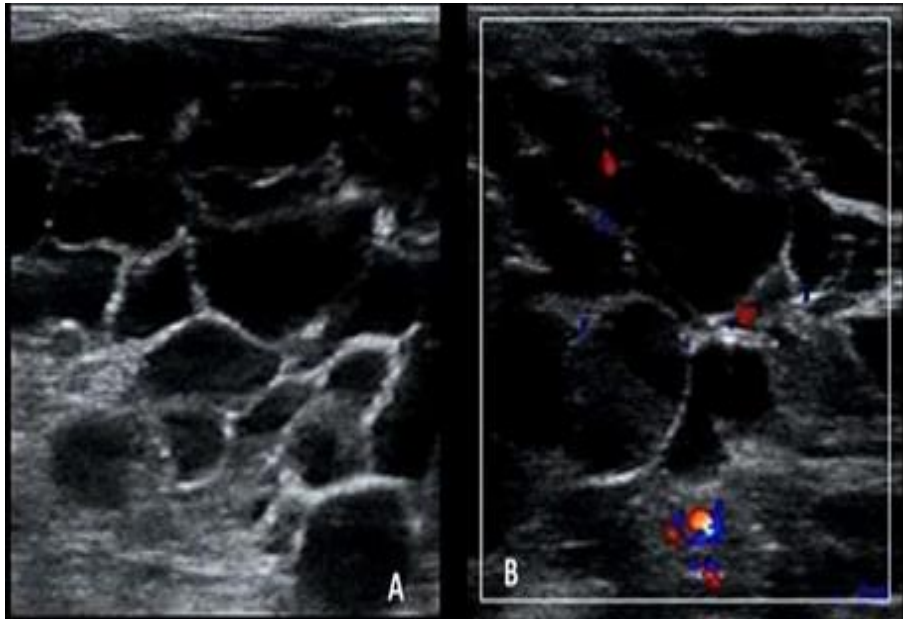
Coupe axiale au niveau de la partie sous- mandibulaire de la tuméfaction avec une sonde de 10 MHz montrant la formation kystique multiloculaire séparée de cloisons fines multiples. (B) : Vascularisation périphérique de la formation ainsi que des septas interloculaires au doppler couleur[55].
